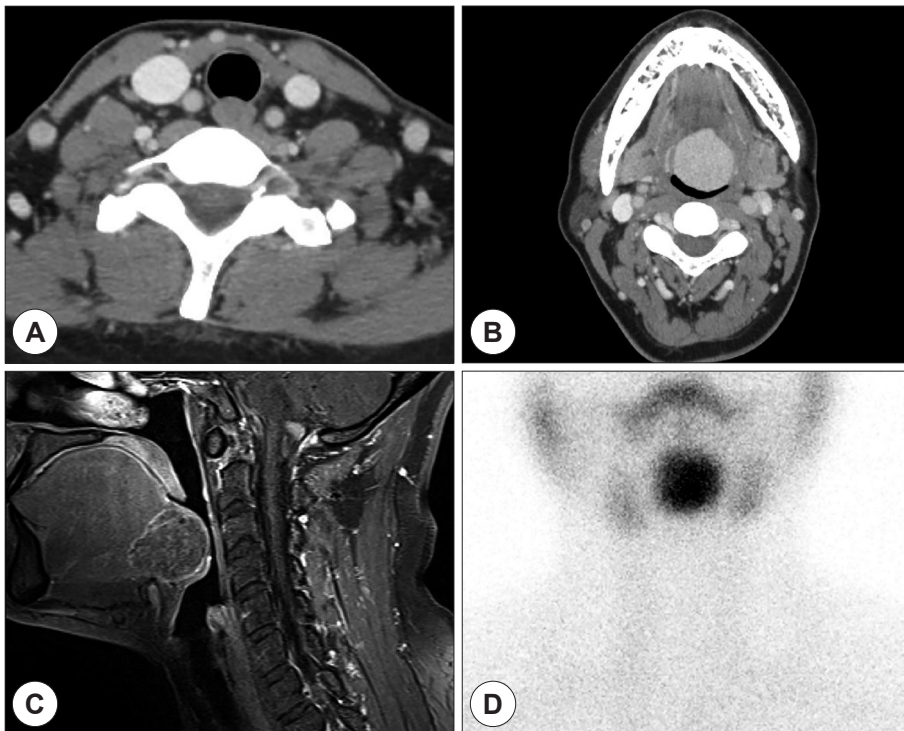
Preoperative CT scan, MRI, and ^{99m}Tc pertechnetate thyroid scan findings. A contrast-enhanced axial CT scan of the neck showed 3.4×3.3 cm enhancing mass at the base of tongue, (A) whereas there was no thyroid tissue at normal location (B). T1-weighted sagittal MRI showed well-defined homogeneous mildly enhancing mass at the base of tongue and above hyoid bone (C). ^{99m}Tc pertechnetate thyroid scan on anteroposterior view showed uptake of the ectopic thyroid and no uptake in the pretracheal region (D).
